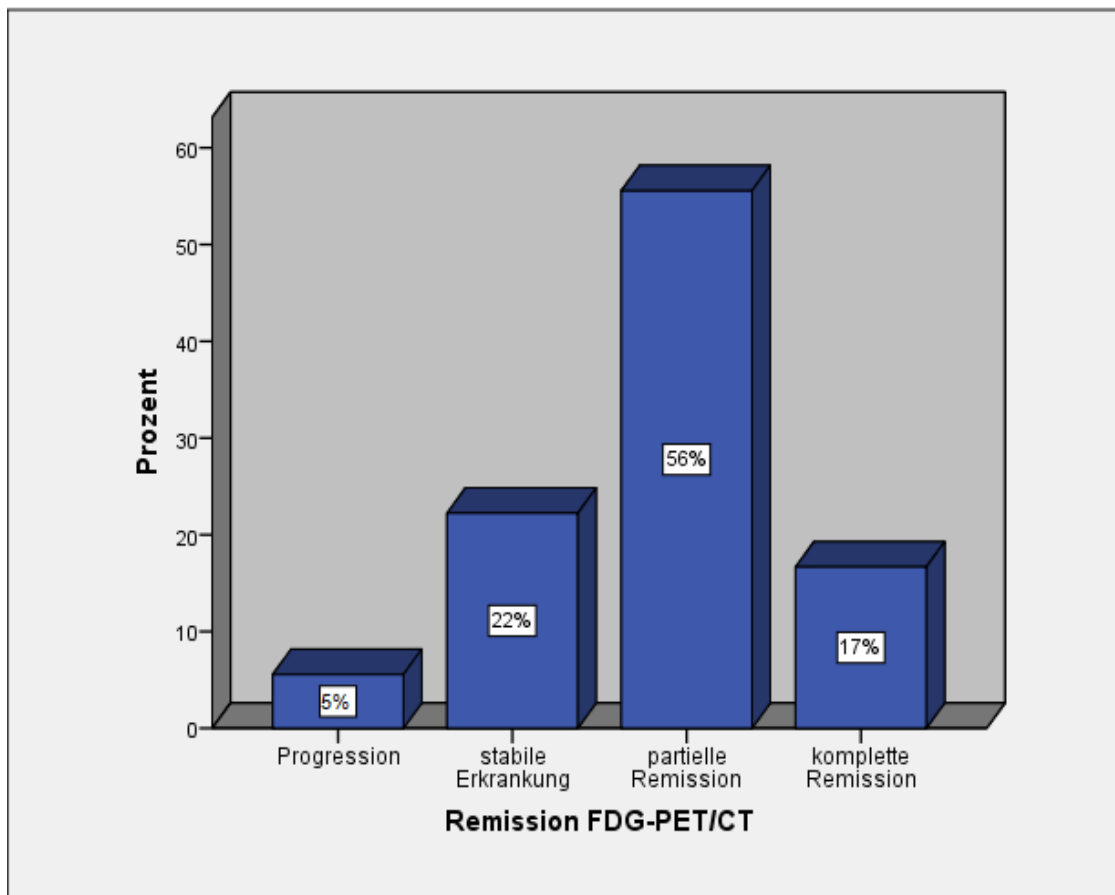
Remissionsbeurteilung durch FDG-PET/CT
